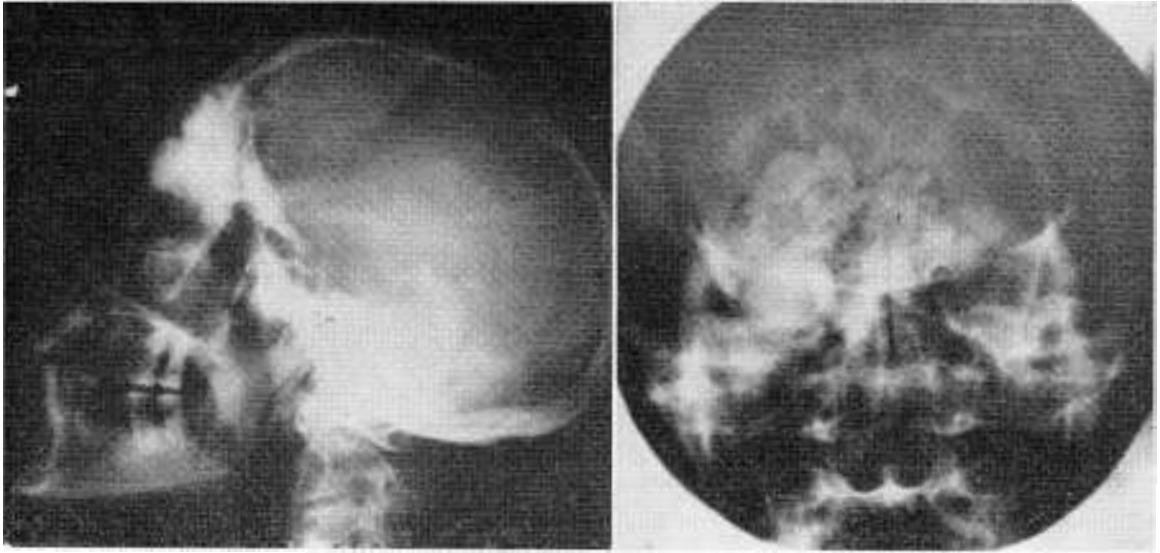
Radiografías craneanas mostrando el gran osteoma que ocupa los senos frontales y etmoidales, e invade ambas órbitas, siendo muy voluminoso en la órbita derecha.
